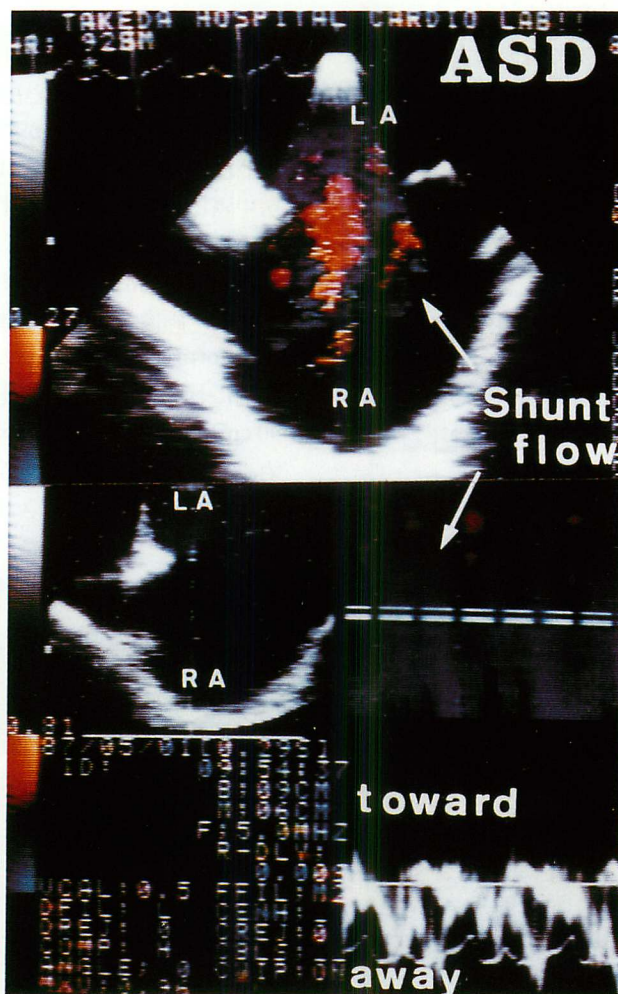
Color Doppler image of shunt flow through an interatrial septal defect (upper) and the FFT analysis of the blood flow velocity through the interatrial septal defect. The flow directs toward the right atrium.
